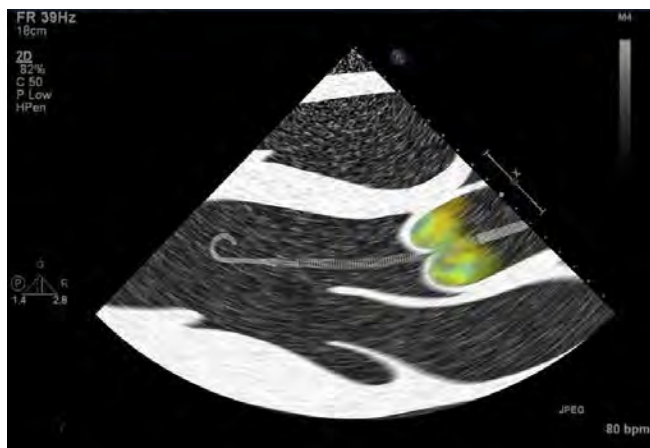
Korrekte Impella Katheterposition (Farbdoppler-TTE)
